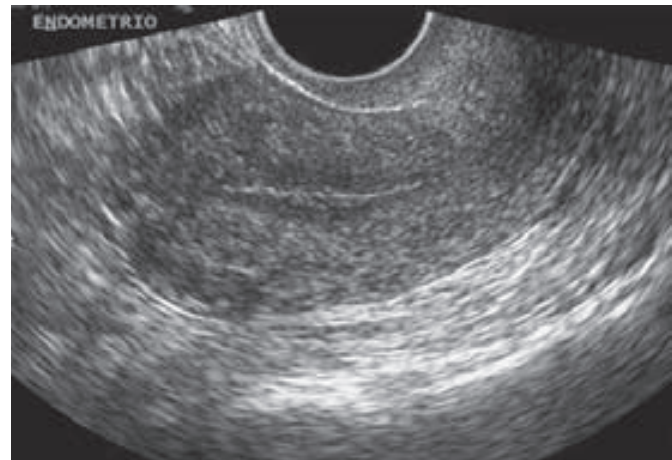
Ecografía transvaginal en el plano sagital de un endometrio posmenopáusico atrófico. (Cortesía de la Dra. Elysia Moschos.)
